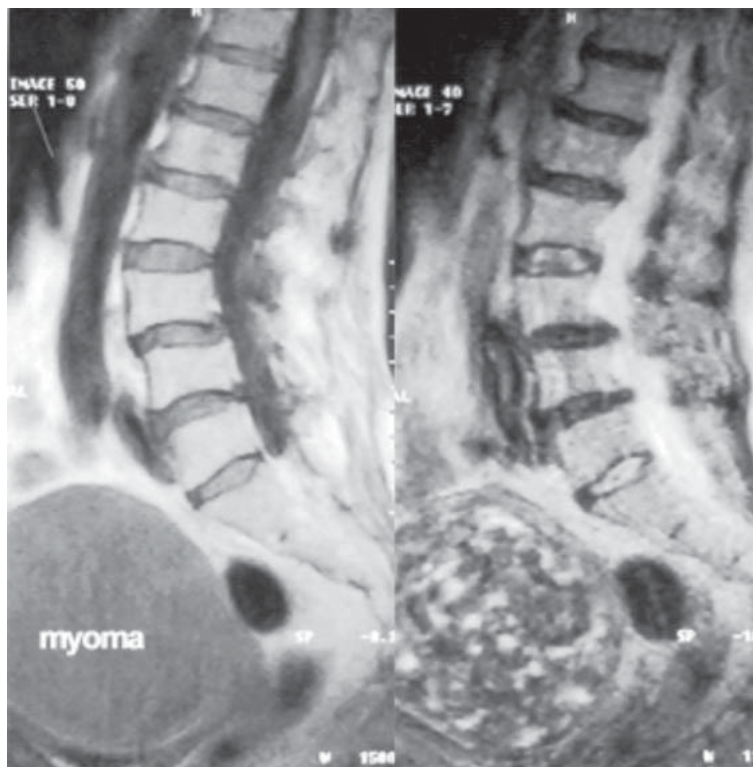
Tomografie computerizată: miom uterin cu degenerație hialinică (cazul #11)
